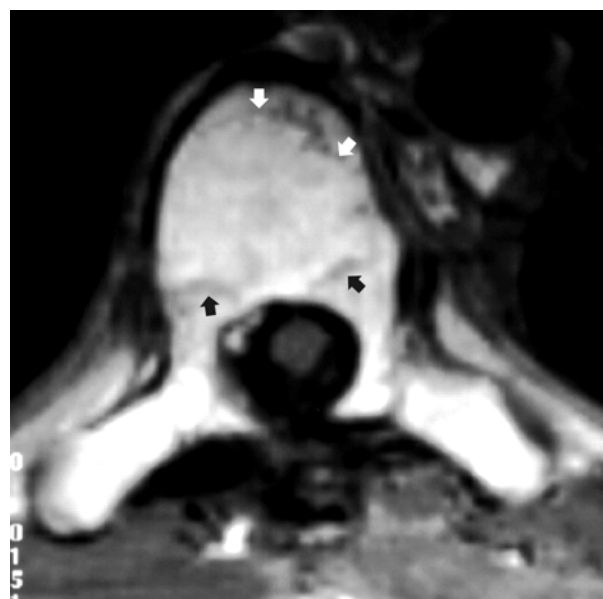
Гемангиома тела T_{VI} без костной экспансии. МРТ-аксиальный срез после операции. Тело T_{VI} заполнено костным цементом (показано стрелками)
